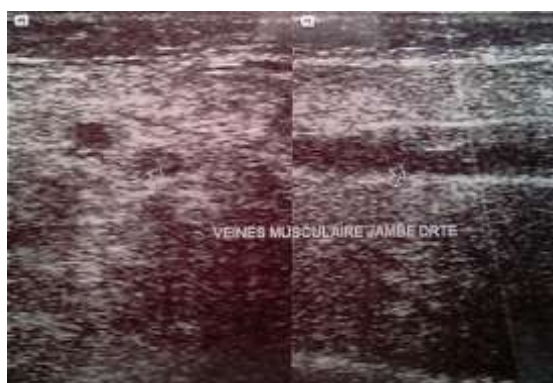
ECHO-DOPPLER MONTRANT UNE THROMBOSE DE LA VEINE MUSCULAIRE
